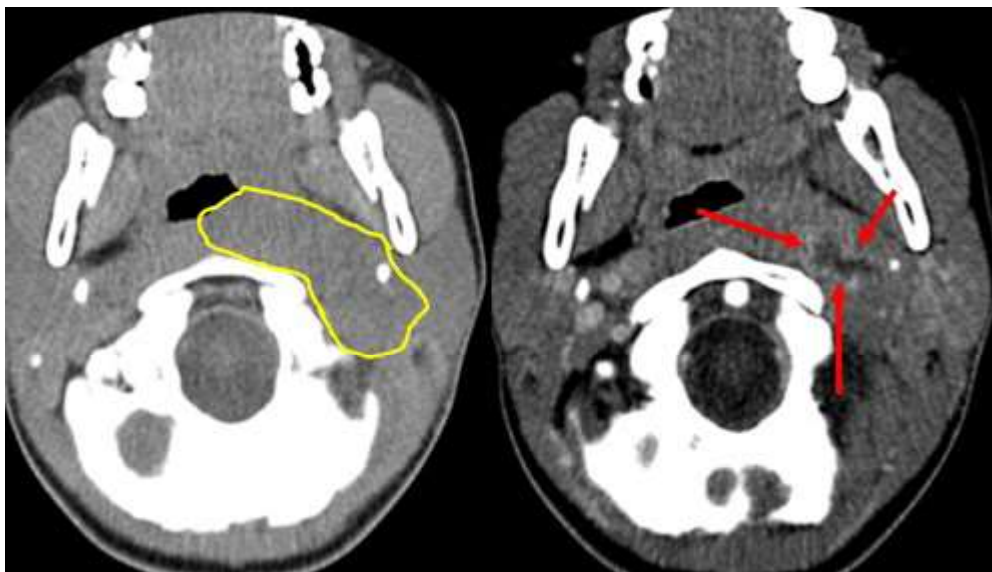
КТ, аксиальная плоскость: нативное исследование (а), исследование с контрастным усилением (б): а – наличие зоны уплотнения в окологлоточном пространстве слева; б – после контрастирования визуализируется четко ограниченная структура с контрастирующей капсулой (стрелки) и аваскулярная в центральной части, что соответствует абсцессу
